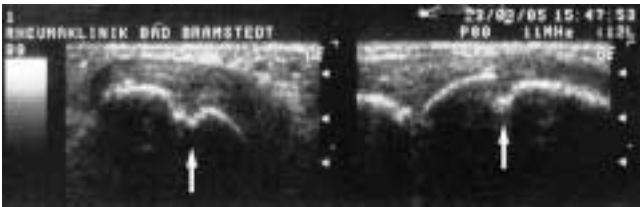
Rheumatoide Arthritis: sonografische Frühdiagnostik erosiver Veränderungen eines Fingergrundgelenks in 2 Ebenen
